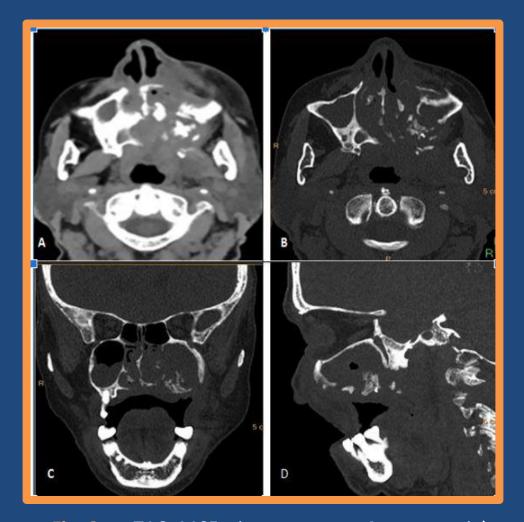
TAC MCF sin contraste. A corte axial, ventana de tejidos blandos; engrosamiento y aumento de densidad de partes blandas de la región malar y nasal izquierda . B. ventana ósea corte axial; Progresión de la erosión ósea con solución de continuidad de pared medial e inferior del seno maxilar izquierdo con extensión al tabique nasal y paladar duro. C-D planos coronal y sagital: engrosamiento de la mucosa y ocupación del seno maxilar izquierdo con extensión y destrucción del complejo osteomeatal homolateral.
